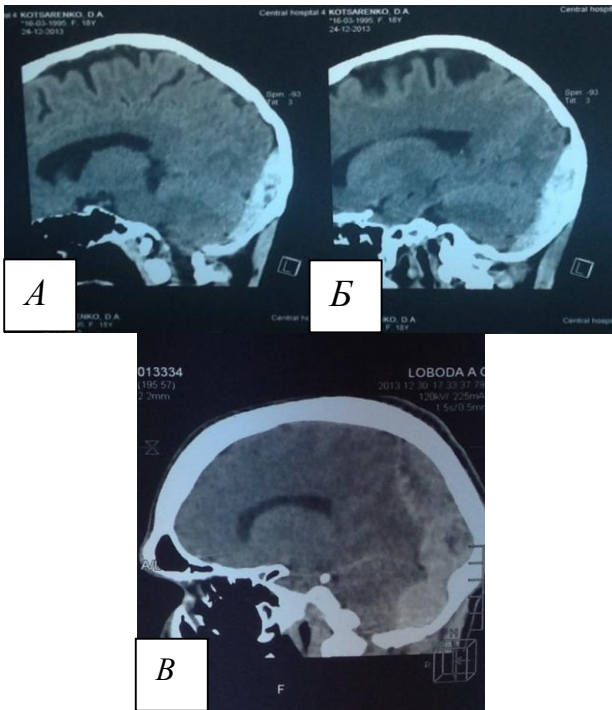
Компьютерная томография анатомических вариантов повреждений структур ЗЧЯ (повреждение указано темным цветом и дополнительно стрелкой): а – повреждение локализовано и ограничено в ЗЧЯ; б – повреждение структур ЗЧЯ переходит на супратенториальный уровень (эпидуральная гематома); в – повреждение ЗЧЯ и супратенториальное повреждение анатомически не взаимосвязаны (эпидуральная гематома ЗЧЯ и субдуральная гематома лобно-височной области)
